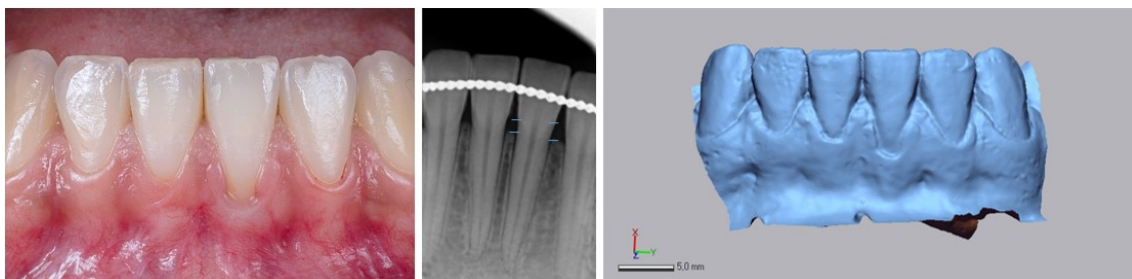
Fotografia intraoral, em T0, da RG. Radiografia periapical do dente intervencionado. Modelo digital inicial, no Geomagic Control X®.
